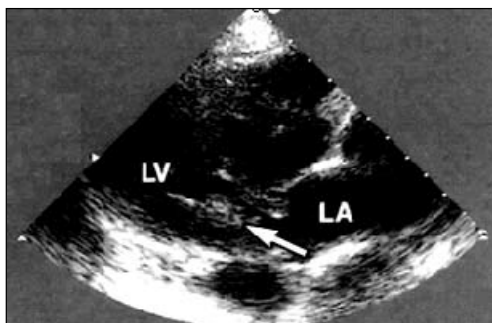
Ecocardiografie. Vegetație pe valva mitrală
